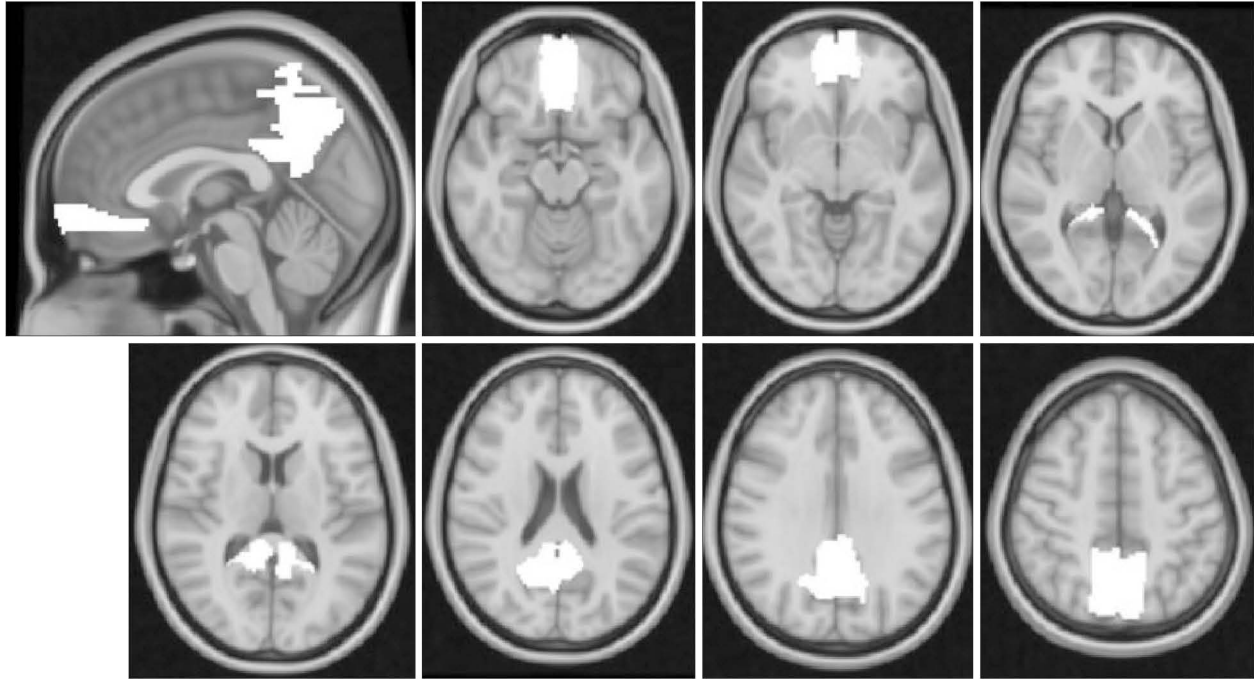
Abnormalities of resting state functional connectivity within the DMN have been consistently observed in resting state fMRI studies on SAD. White areas represent the DMN including the MPFC, PCC and precuneus, defined by automated anatomical labeling (Tzourio-Mazoyer N, Landeau B, Papathanassiou D, Crivello F, Etard O, Delcroix N, et al. Automated anatomical labeling of activations in SPM using a macroscopic anatomical parcellation of the MNI MRI single-subject brain. *Neuroimage* 2002;15:273-289. doi: 10.1006/nimg.2001.0978). DMN : default mode network, fMRI : functional magnetic resonance imaging, MPFC : medial prefrontal cortex, PCC : posterior cingulate cortex, SAD : social anxiety disorder.
